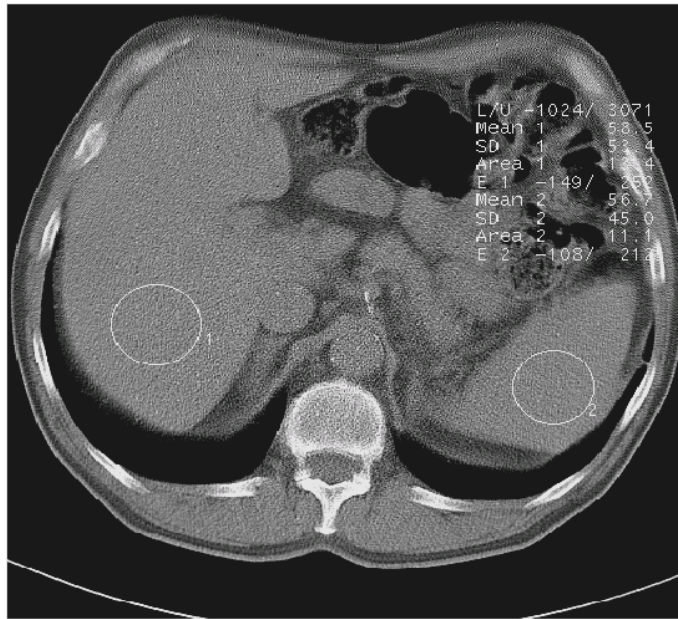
Messungen der CT-Dichtewerte von Leber und Milz bei gleichem Patienten und Zeitpunkt wie Abbildungen 24, also ca. 4 Monate nach Abbruch der Amiodarontherapie. Die Leberdichte betrug 54 HE. Der Dichtequotient von Leber und Milz war 0,95. Gleicher Patient wie Abbildungen 20-23.
